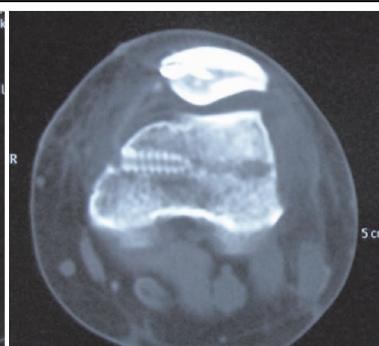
术后CT平扫见髌骨脱位已纠正，并可见所建立股骨隧道
